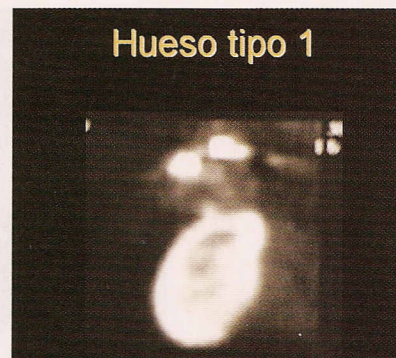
Correlación radiológica (CT) de la densidad ósea tipo 1
